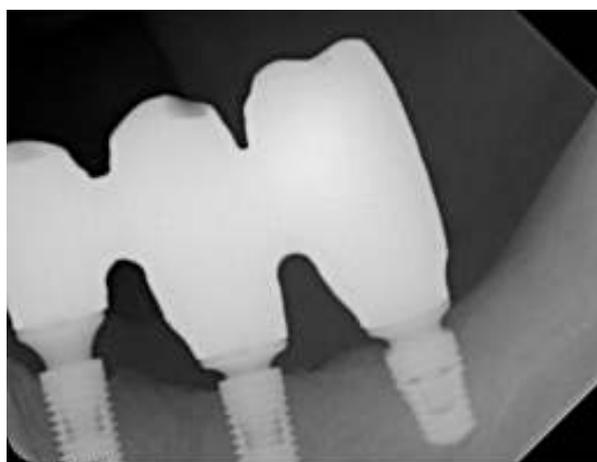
Radiografia periapical de adaptação dos *copings* 34, 35 e 36.
